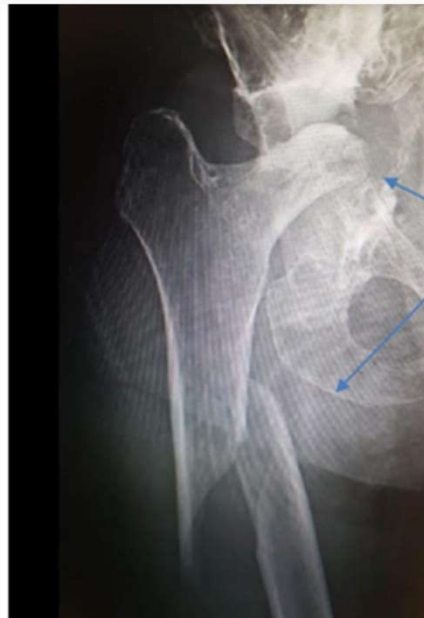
Radiografía postoperatoria. Se aprecia la integración ósea del injerto y la estabilidad del componente acetabular.
